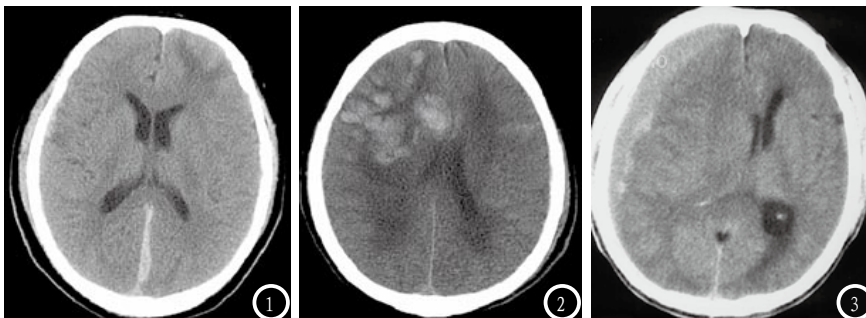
CT示左额叶低密度水肿内存在散布的斑点状高密度出血灶; 图2 CT示脑内多发出血灶伴广泛性脑水肿; 图3 CT示中线移位, 脑疝形成。
